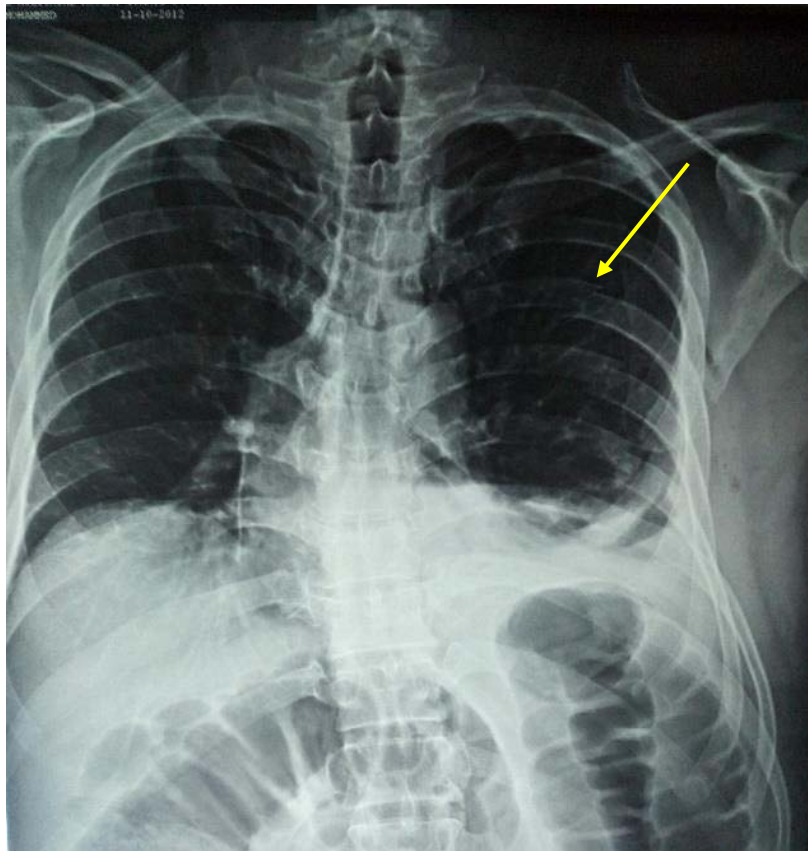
Radiographie thoracique : Fractures costales étagées du 4ème au 8ème arc costal postérieur.
